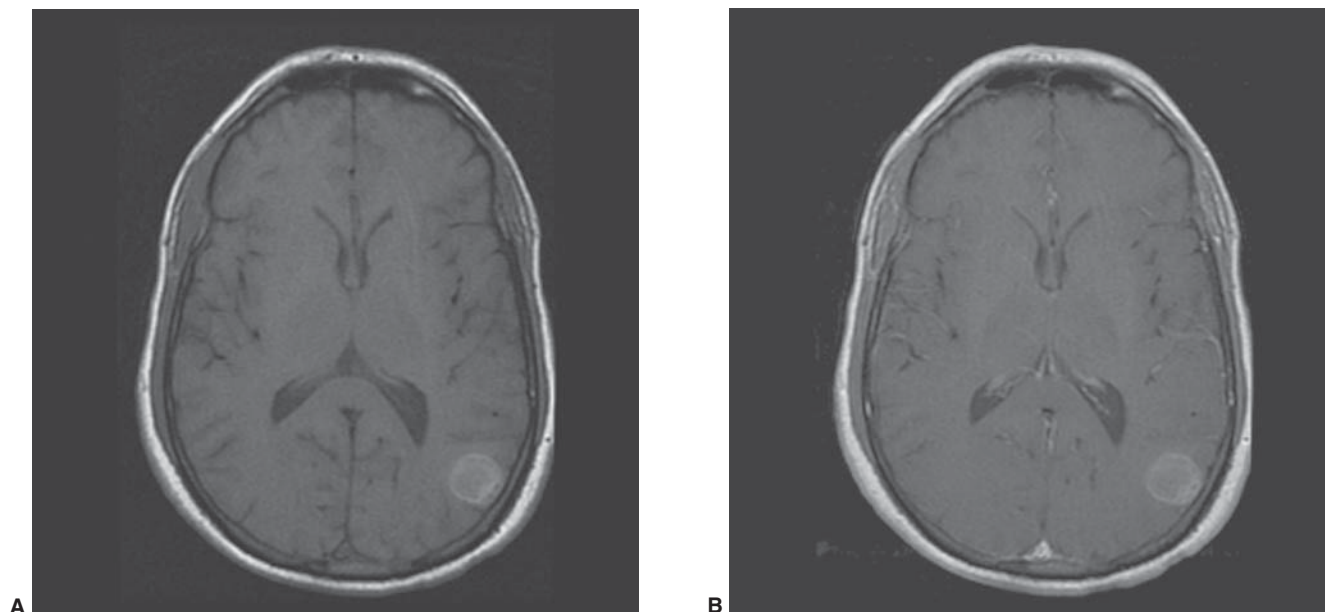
Metástasis cerebrales de melanoma. Imágenes por resonancia magnética (IRM) con técnica de T1 sin (A) y con (B) gadolinio en el plano axial mostrando una metástasis hemorrágica de melanoma.
